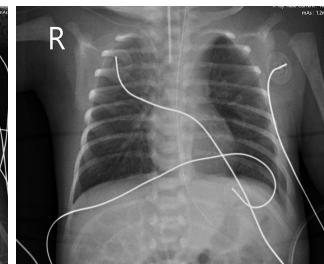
Gêmeo 2 - Radiografia torácica após cirurgia.
